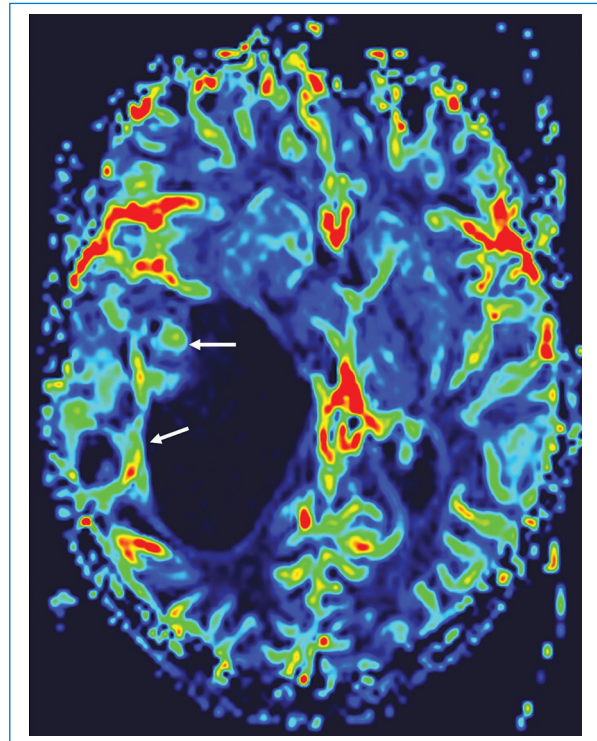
Perfusión por RM. Imagen seleccionada del mapa de volumen sanguíneo cerebral relativo donde se destaca el aumento moderado en los sectores nodulares sólidos (flechas).
